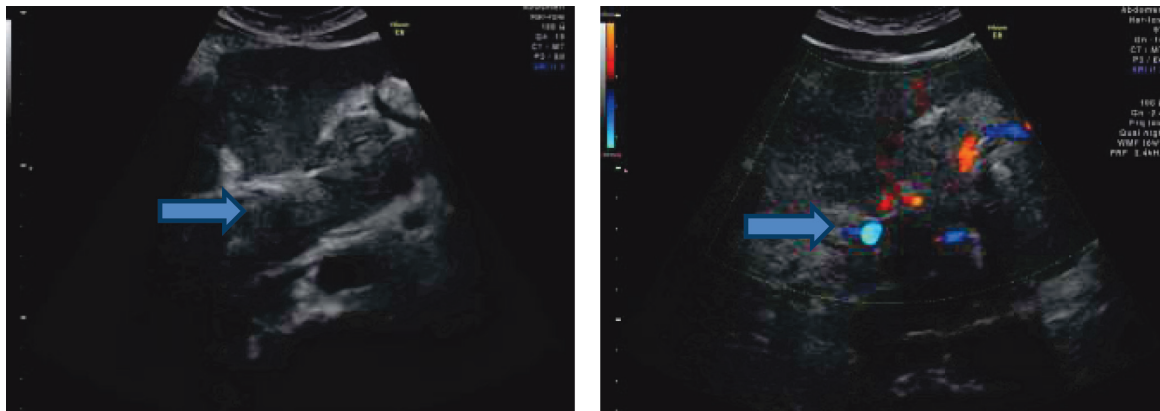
Tromboză completă a venei porte și ramurilor ei. Aspect ecografic. Săgețile indică la mase trombotice în lumenul vascular.
